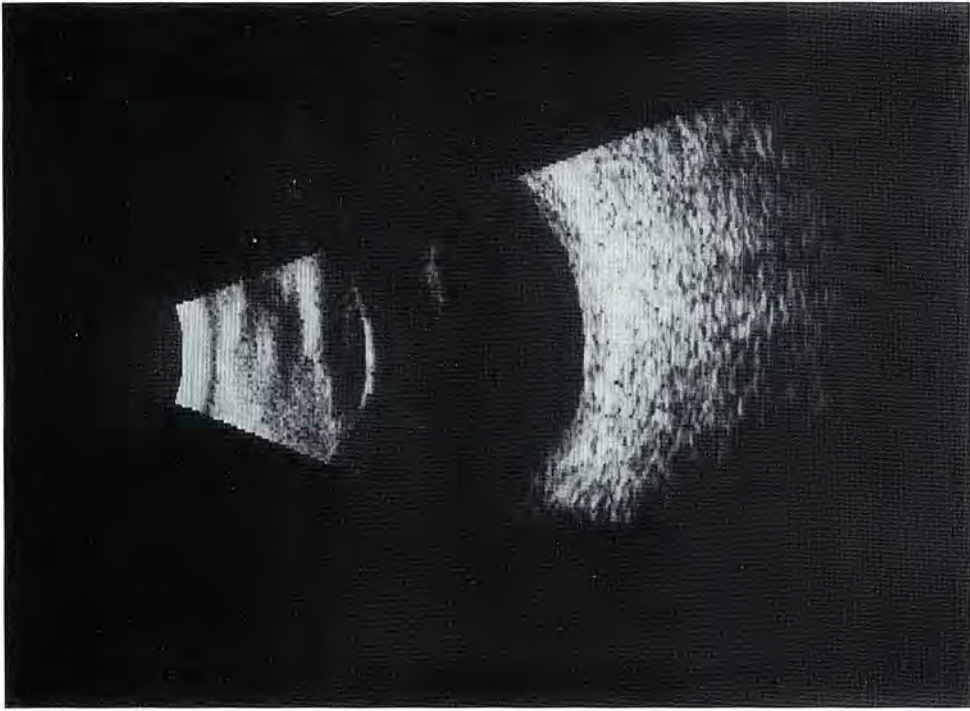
Ecotomografía bidimensional (modo-B) con inmersión muestra franco engrosamiento iridiano a nivel del sector temporal superior OD.
